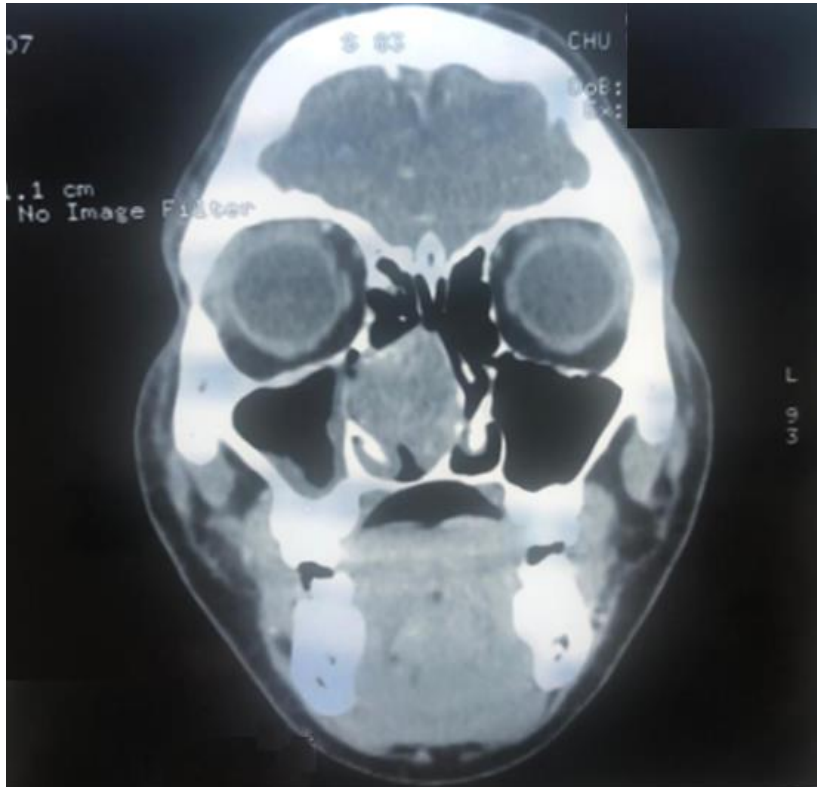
TDM en coupe coronale : volumineuse masse de la FN droite
